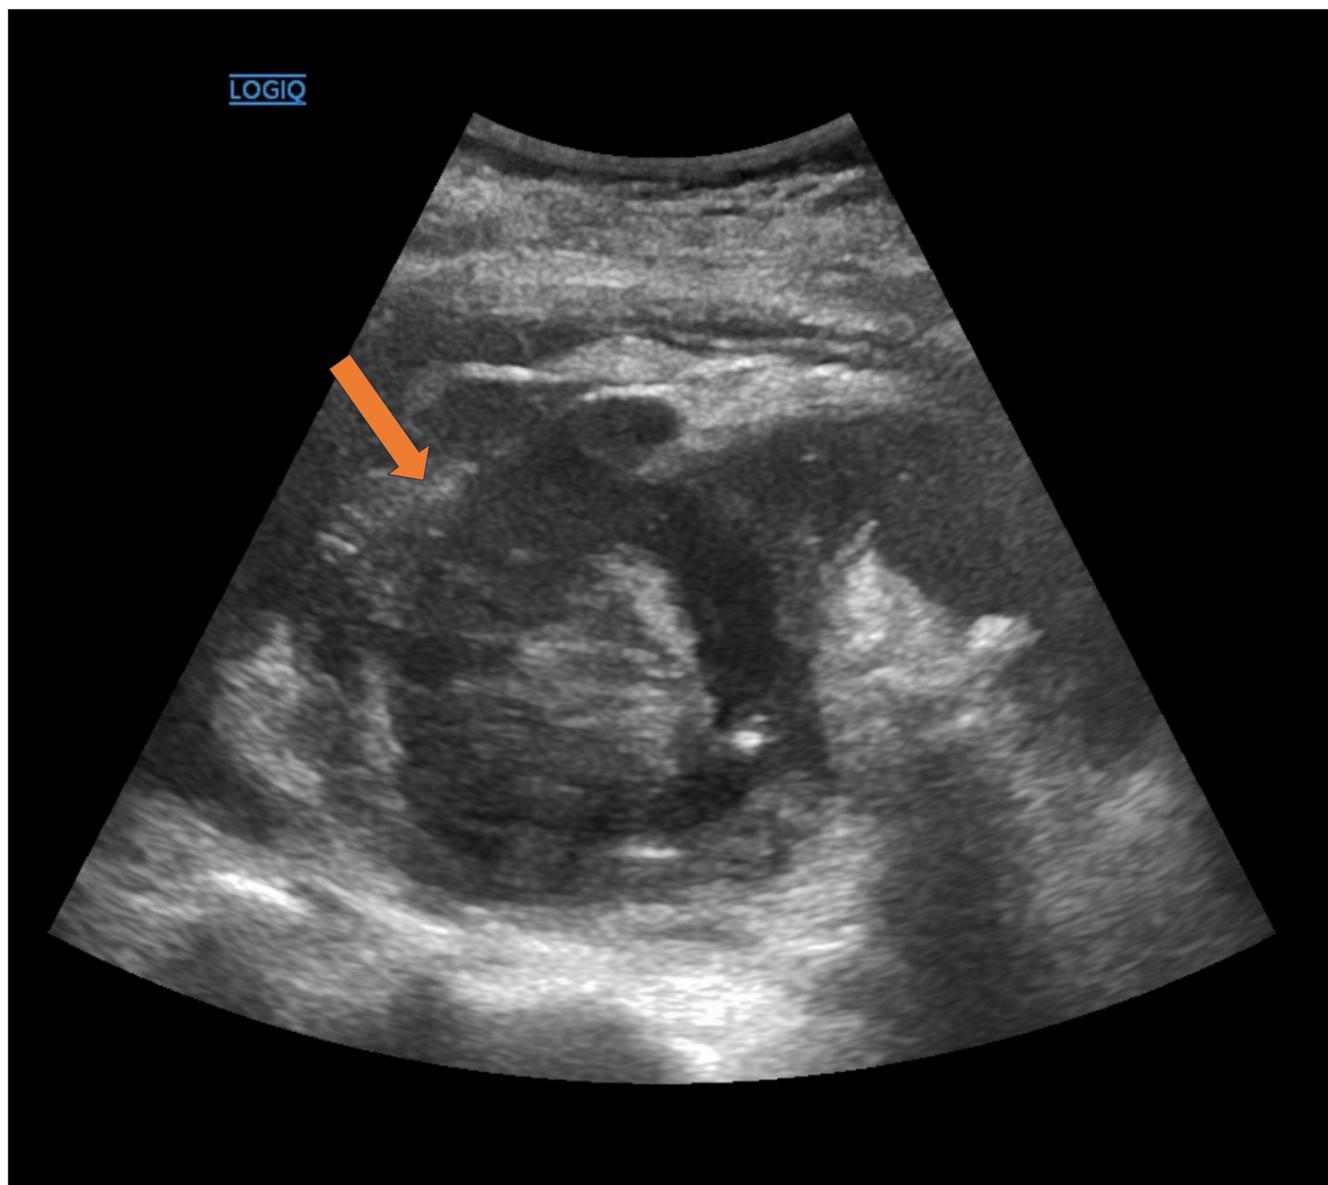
Mismo paciente que en Fig. 11, que presenta evolución tórpida, realizándose una ecografía donde se observa en el polo superior renal una pseudomasa de apariencia quística, heterogénea, indeterminada que dado el contexto clínico del paciente es sugestivo de absceso (flecha naranja).
